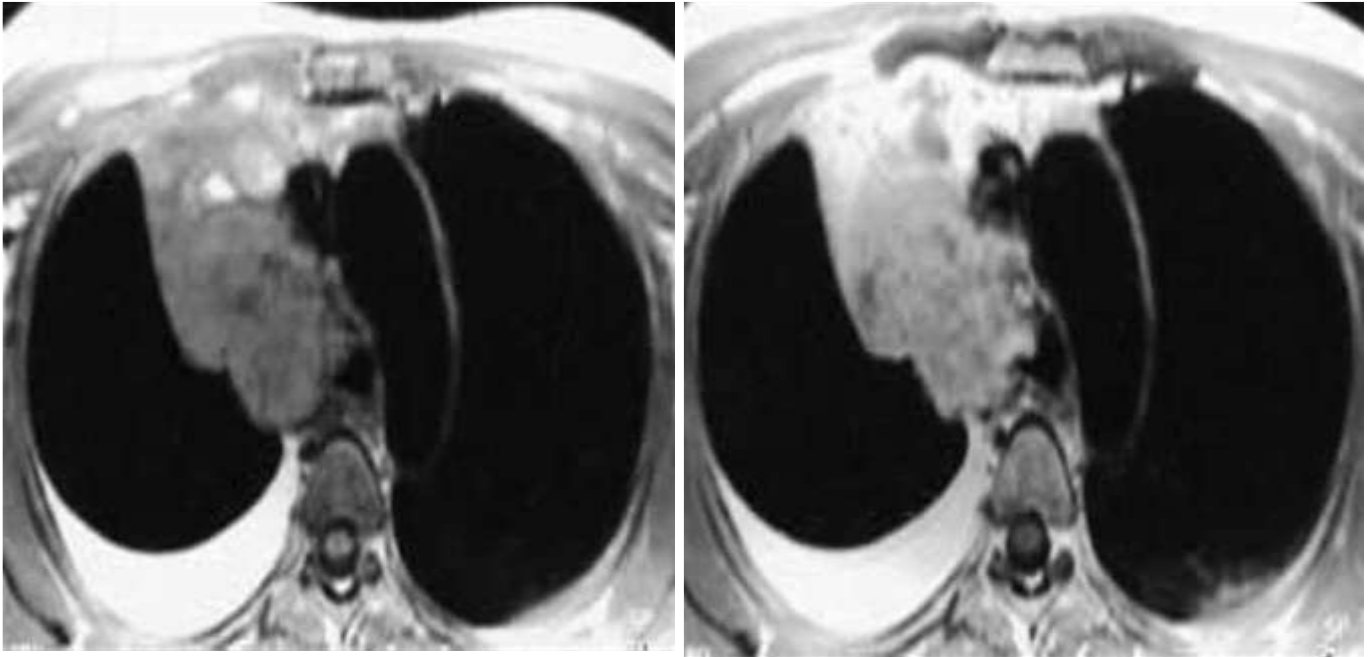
Tumeur carcinoïde typique. IRM en coupes axiales en SE T1 avant (a) et après injection de gadolinium (b). Masse tissulaire trachéale envahissant le médiastin et le lobe supérieur droit associée à un chylothorax en hypersignal T1. [1]
